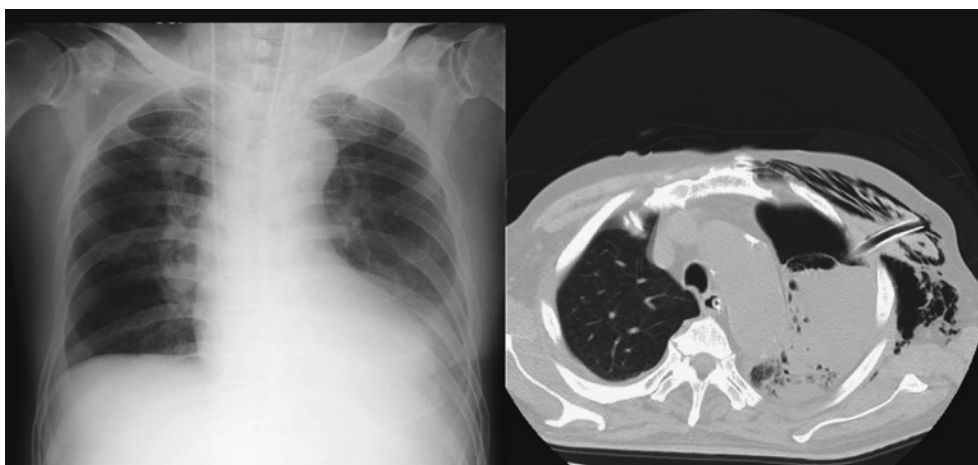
Case 2 imaging: chest X-ray on consultation-day 1 with unilaterally decreased permeability and computed tomography on consultation-day 10 showing lung abscesses.
